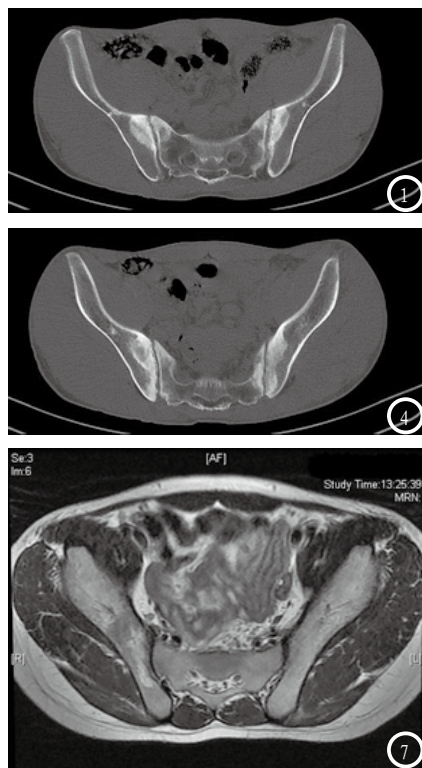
早期强直性脊柱炎骶髂关节病变CT表现。图2 早期强直性脊柱炎骶髂关节病变MRI表现。
